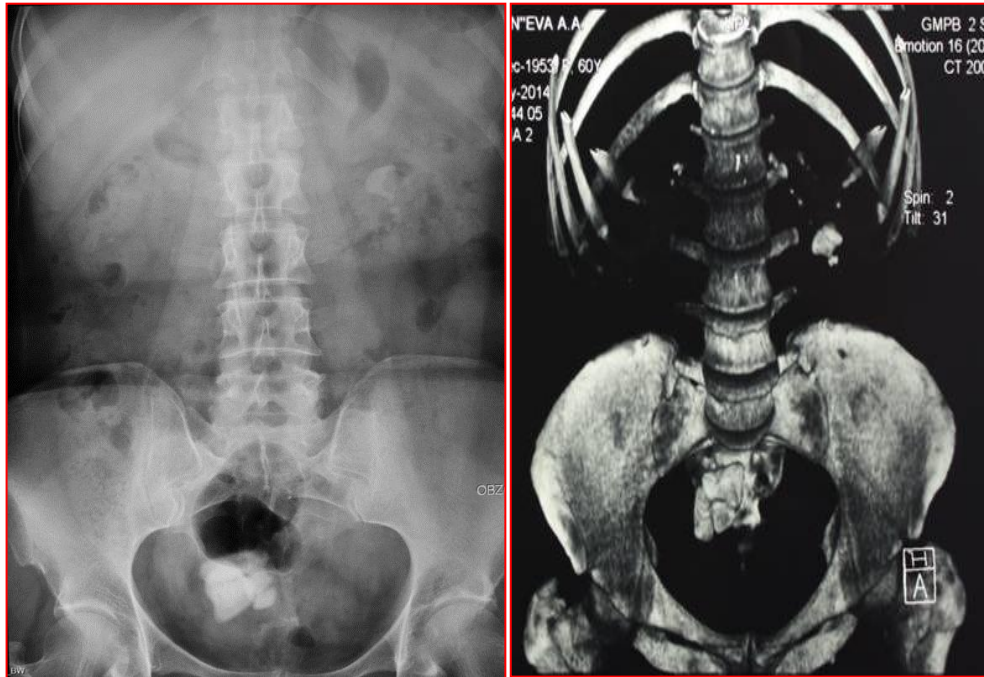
Обзорная рентгенограмма и КТ мочевых путей: визуализируется камень левой почки и резервуара
